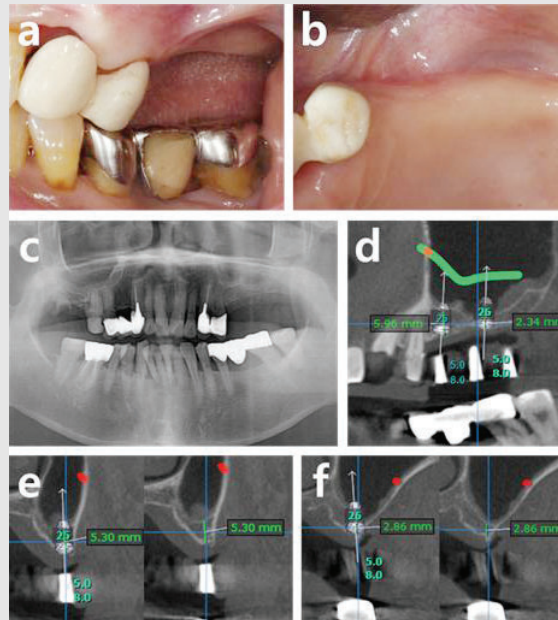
Pre-operative photographs and radiographic analysis: Case 1. (a) buccal view, (b) occlusal view, (c) panoramic view, (d) panoramic view with implants placement, (e) cross-sectional view of upper left second premolar area with and without implant, (f) cross-sectional view of upper left first molar area with and without implant. The location of the artery is indicated by the green line in (d), and the red dots in (e, f).
